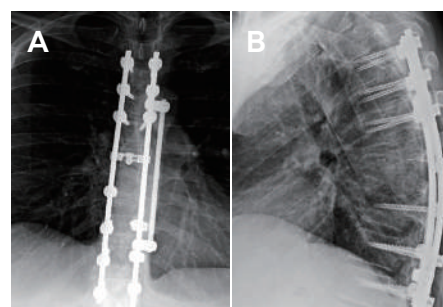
胸椎後方除圧術および多椎間インスツルメンテーション固定術の術後X線像。背側 (A) および左側面 (B)
